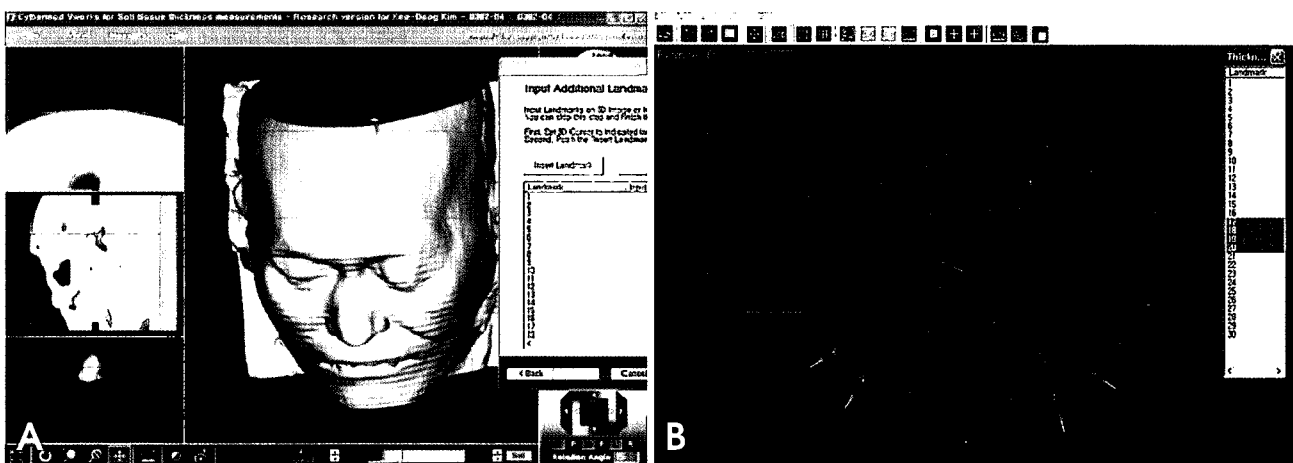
A. Facial soft tissue thickness measurement on three-dimensional computed tomographic image model by V-works™4.0. The crossing point is the measuring landmarks. B. Verification of the measured points. Distance between crossing points is the facial soft tissue thickness.
